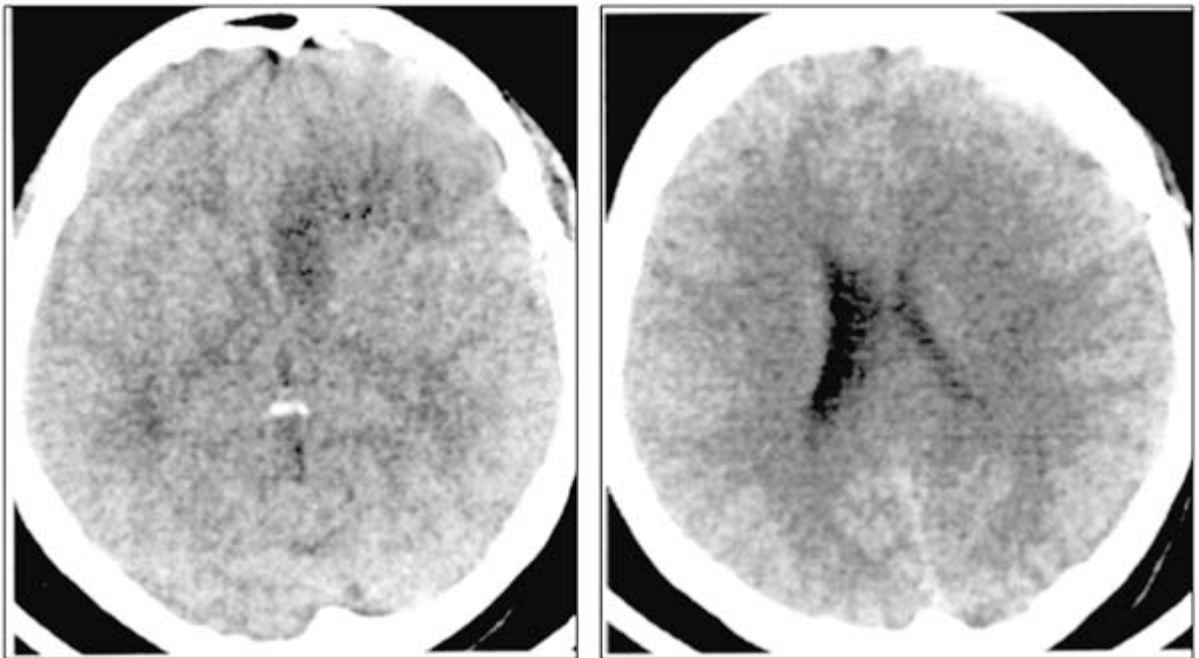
Контрольная компьютерная томография головного мозга больной Р. на четвертые сутки после операции. Данных за внутримозговую гематому лобной доли нет.
